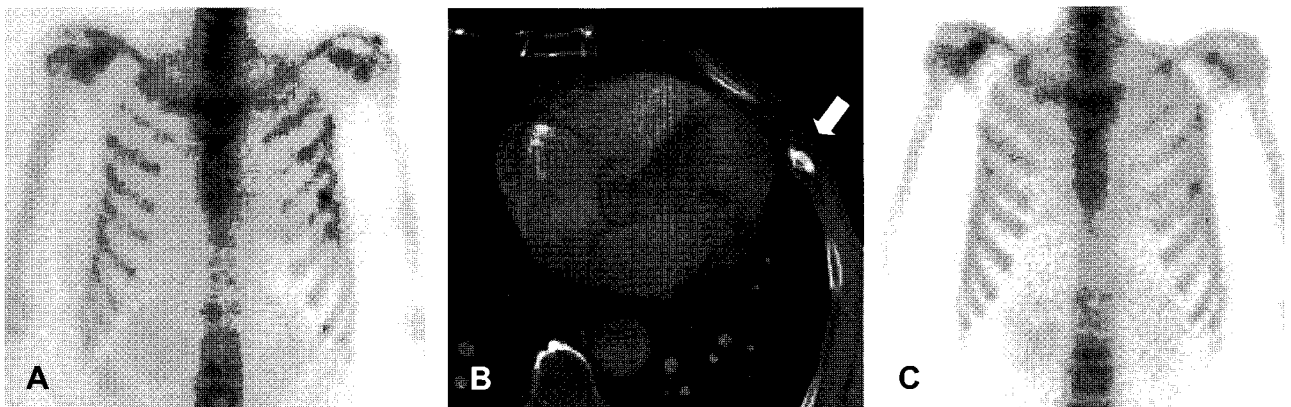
A 59 years old woman with left breast cancer underwent radiation therapy to the left chest wall, and supraclavicular and axillary regions after modified radical mastectomy. Three years after radiation therapy, bone scan (A) reveals a focal moderate uptake in anterior arc of the left 5th rib. At the same period, chest CT (B) shows callus formation in the same site (arrow). One year later, follow-up bone scan (C) shows decreased intensity of a previous uptake in the left 5th rib.
